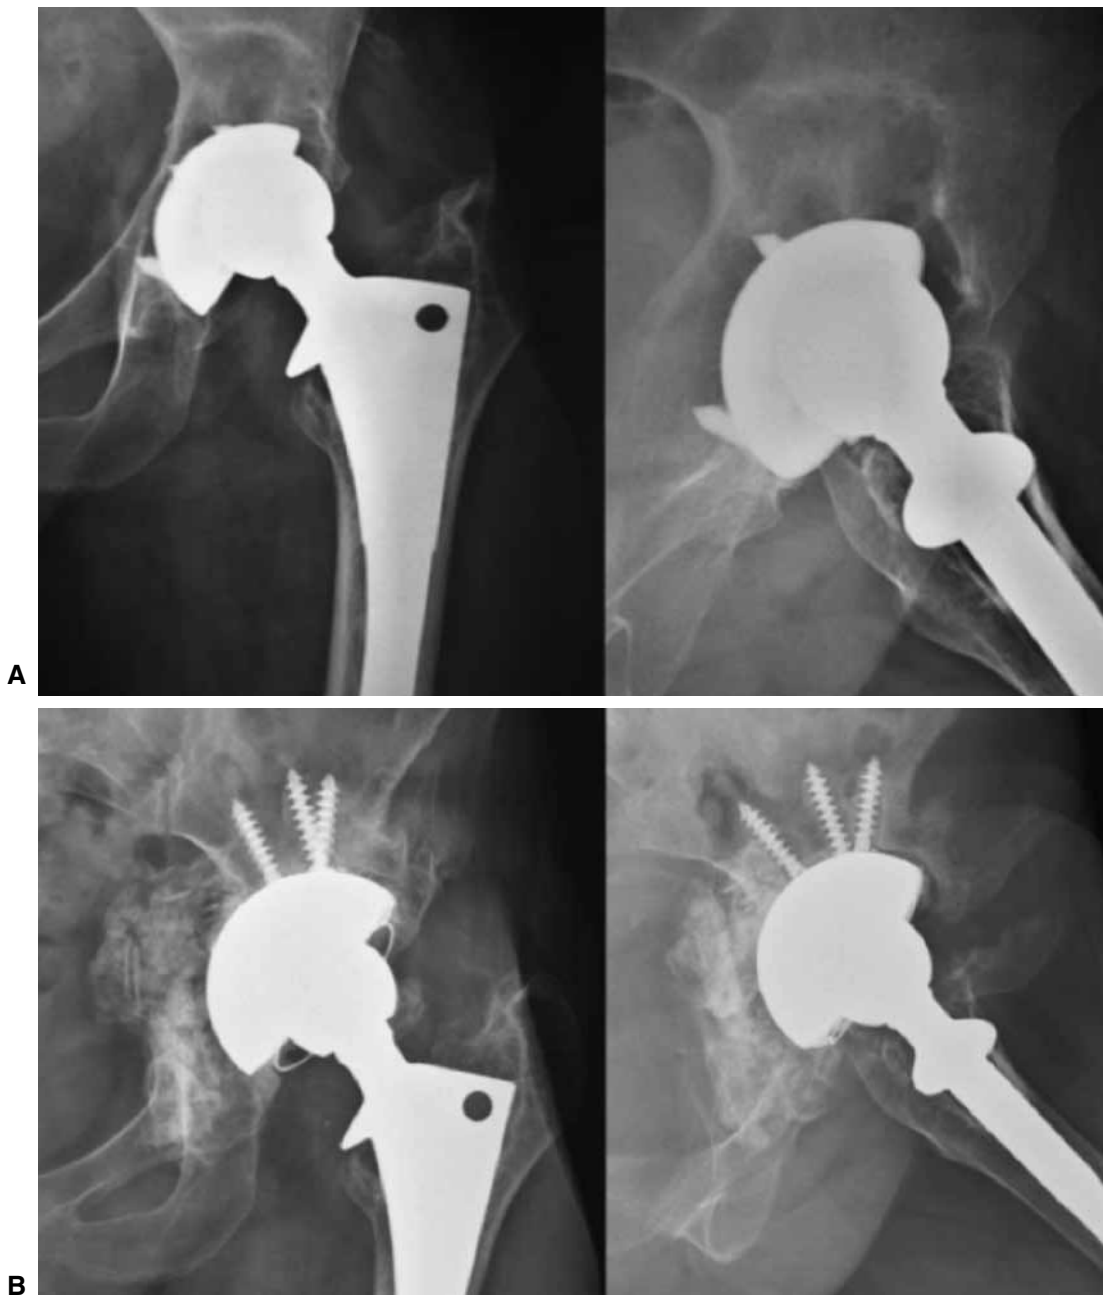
Caso 13. A. Paciente de 40 años con antecedentes de artritis reumatoide que presenta osteólisis periacetabular grave en copa no cementada colocada 18 años atrás. B. Radiografía de frente en la que se observa el aloinjerto óseo impactado y la copa de metal trabecular a los 28 meses posoperatorios.
